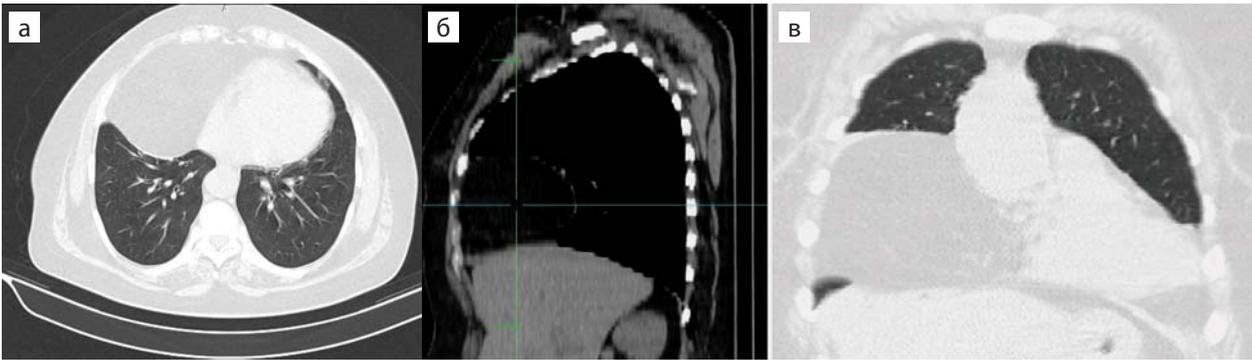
Предоперационная компьютерная томография органов грудной клетки (пояснение в тексте): а — поперечная проекция на уровне средостения; б — сагиттальная проекция грудной клетки; в — фронтальная проекция грудной клетки
